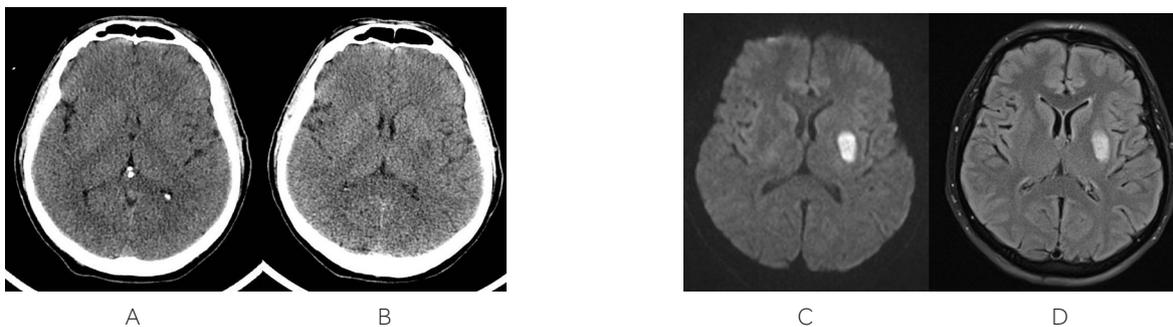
Varón de 59 años. Clínica parálisis facial central derecha severa, afasia global (mutismo) paresia miembro superior derecho 2/5. 1A: TAC a las 2:15 horas del inicio de la clínica, sin hallazgos. 1B: TAC a las 24 horas, se visualiza imagen hipodensa en el núcleo lenticular izquierdo. 1C y 1D: RMN, a los 4 días de ingreso. 1C: secuencia FLAIR con de imagen de infarto. 1D: secuencia de difusión con imagen de hiperintensidad en núcleo lenticular izquierdo, indica lesión aguda.
